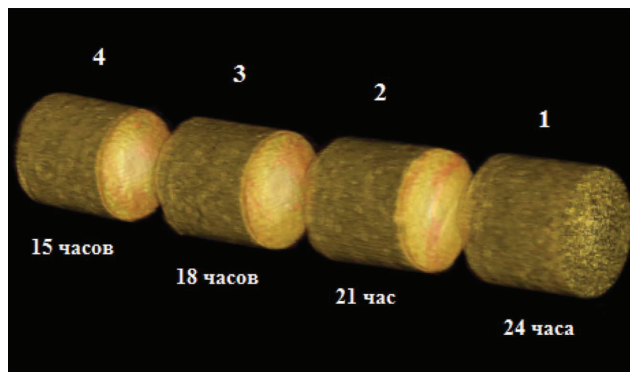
Мультиспиральная компьютерная томограмма двухкомпонентной физической модели, 3D-рендеринг: здесь и на рис. 5 указаны временные интервалы от момента заполнения первого стакана
